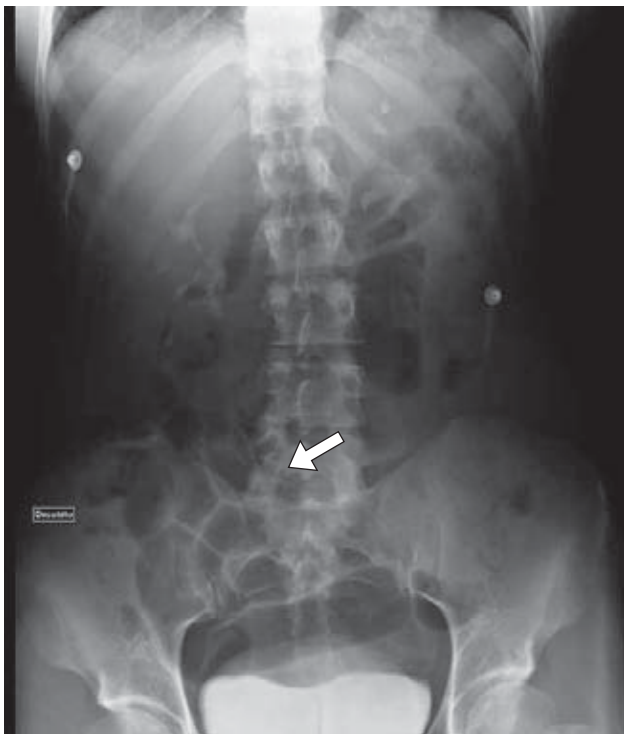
Radiografía simple que muestra dilatación de asa del intestino delgado en el cuadrante inferior derecho.
